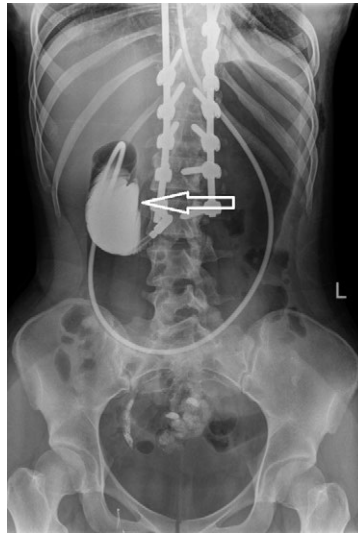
Рентгенограмма органов брюшной полости с введением контраста через дуоденальный зонд
